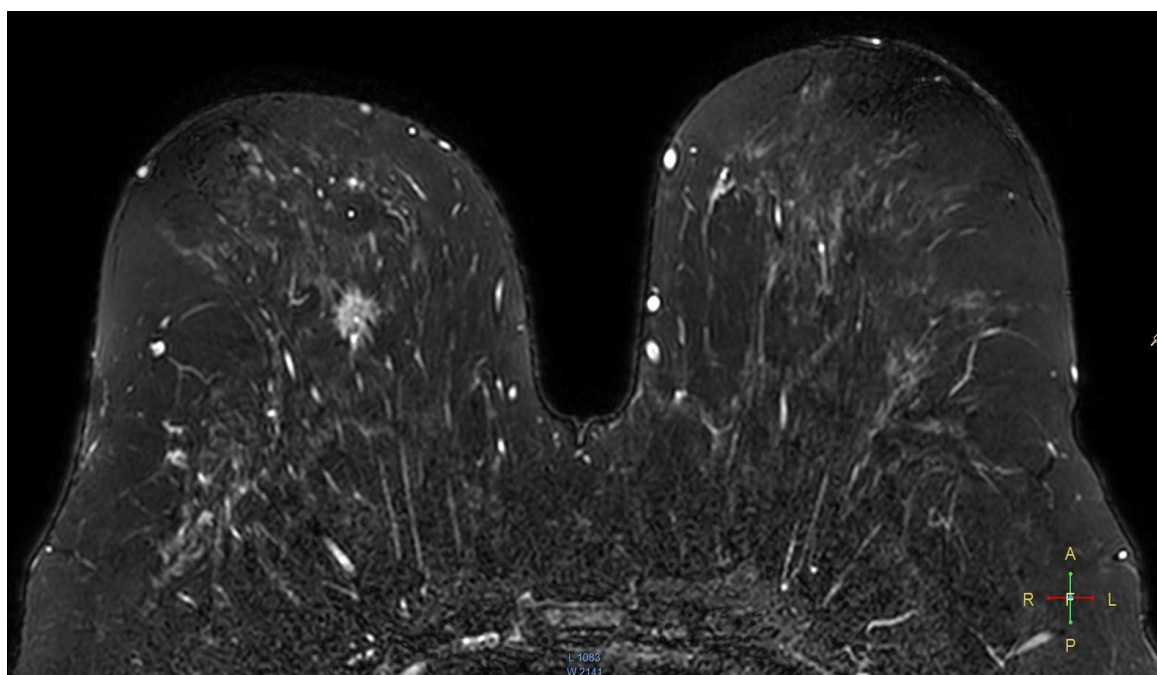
Imagine IRM pentru formațiune în glanda mamară (formațiune nodulară in glanda mamară dreaptă).
